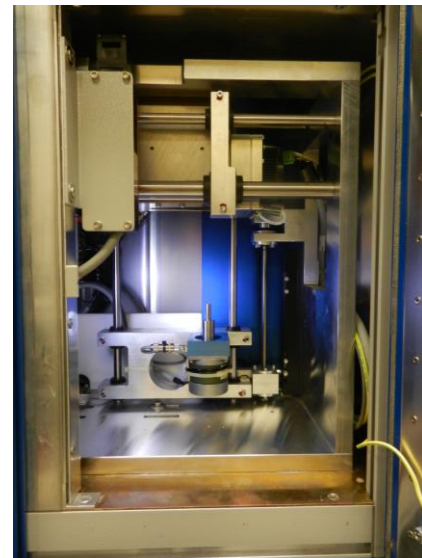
Interior da máquina da μ CT
